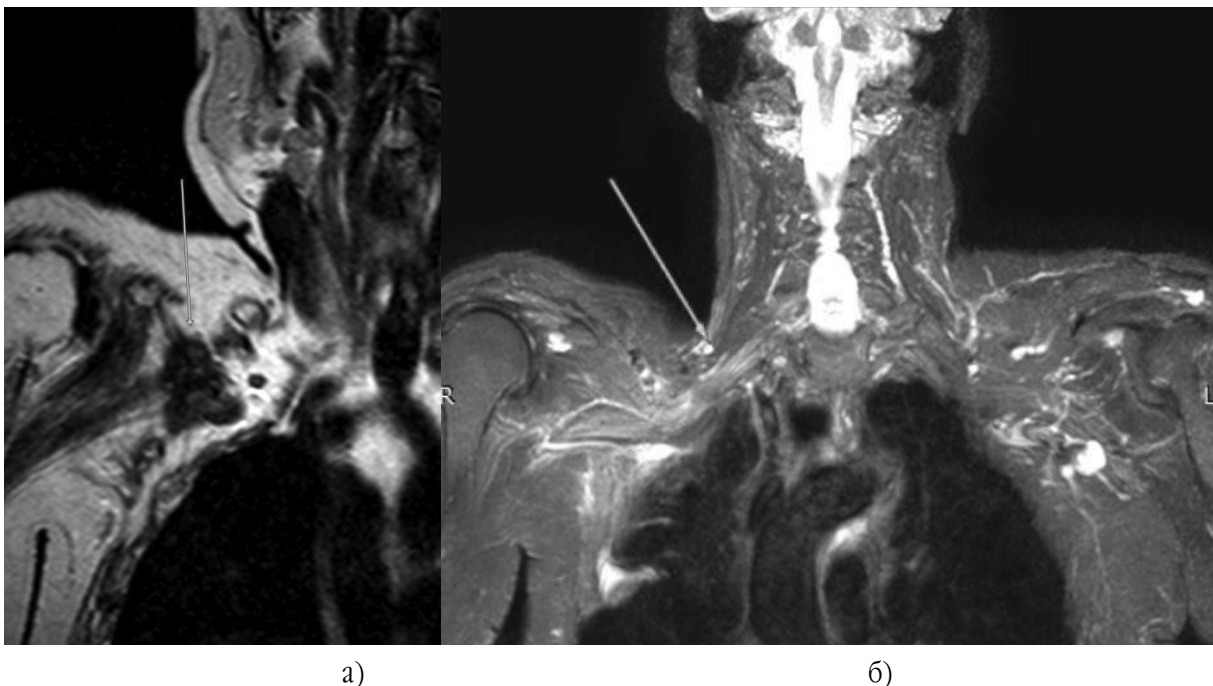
На МР-томограмах визначається післяпроменевий фіброз стовбурів та пучків правого плечового сплетення: а) у режимі Т2 у корональній проекції; б) у режимі STIR у корональній проекції
